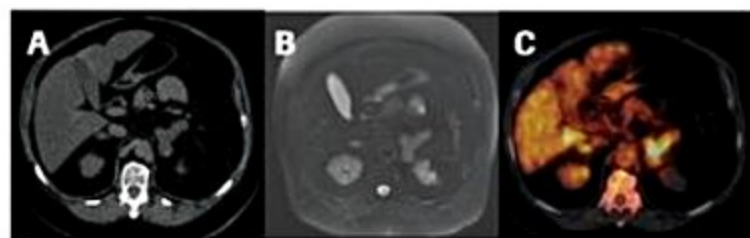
Imagens da tomografia computadorizada em (A), da ressonância magnética em (B) e do de ¹⁸F-FDG-PET/CT de uma paciente com hiperplasia suprarrenal macronodular primária, demonstrando um aumento da captação da ¹⁸F-FDG pelas suprarrenais hiperplasiadas. O valor padrão de captação máxima (SUV_{máx}) das suprarrenais está aumentado (SUV_{máx} 8.5 à direita e 5.5 à esquerda), mostrando uma alta atividade glicolítica das lesões nodulares.
